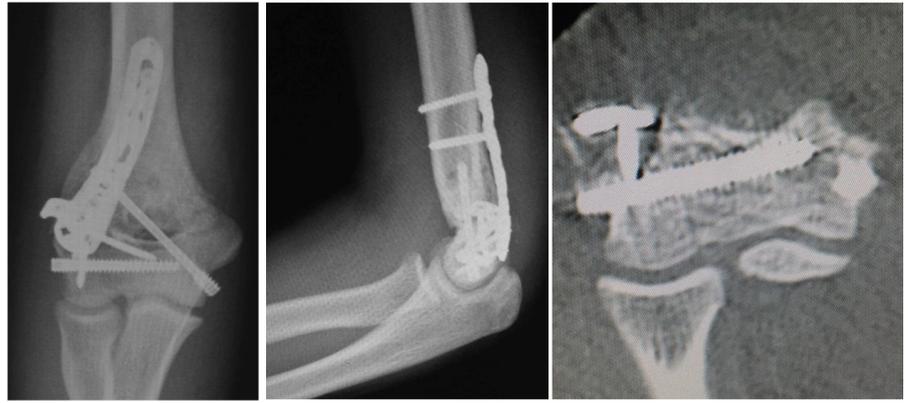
a. 術後単純X線写真正面. b. 側面. c. 3D-CT
